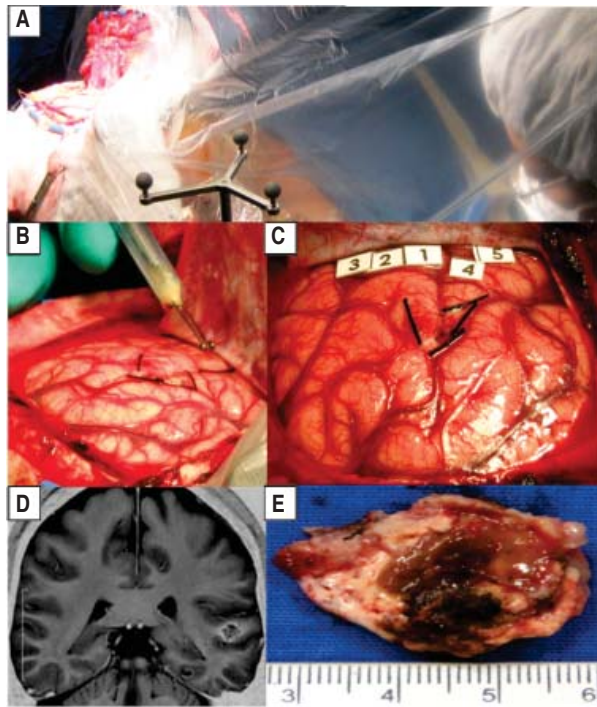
Fotografías transquirúrgicas e IRM, masculino de 54 años con cavernoma en T1 izquierdo. A. Evaluación transquirúrgica del lenguaje con técnica anestésica de paciente dormido-despierto-dormido. B. y C. Estimulación cortical y mapeo de funciones cerebrales. D. IRM corte coronal, se aprecia cavernoma en T1 izquierdo. E. Pieza quirúrgica: cavernoma + tejido perilesional.
